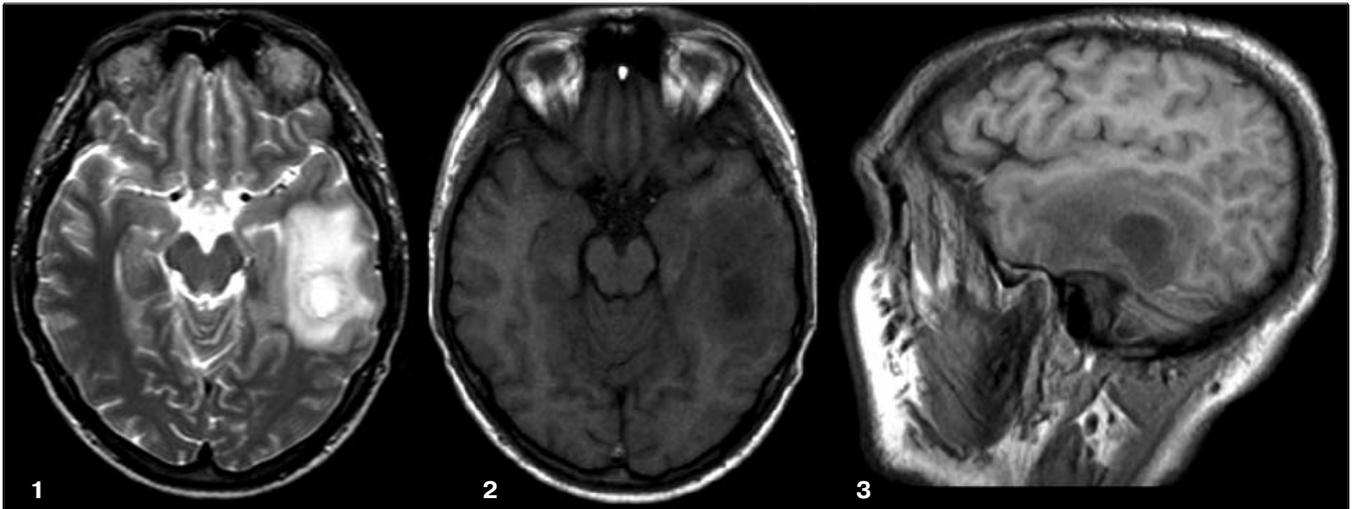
МРТ больного с отогенным абсцессом левой височной доли.
